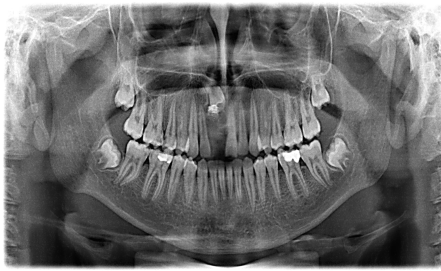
Ортопантомограма пацієнта К. – 16 років. Початок формування коренів.
